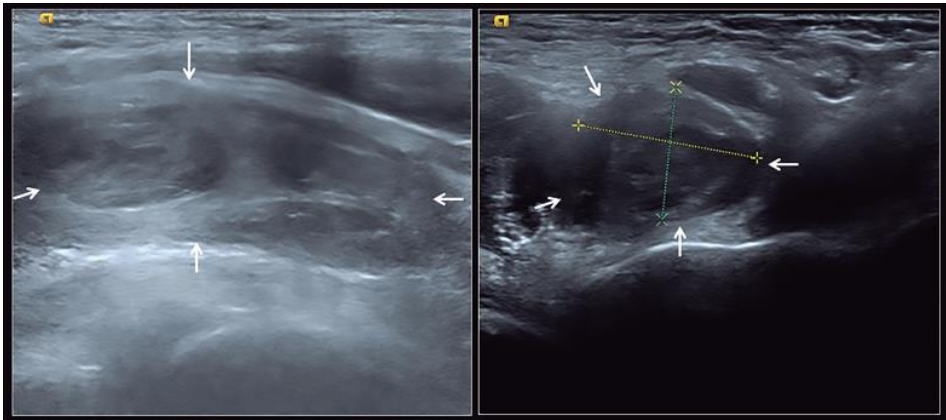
Hematoma del músculo braquiorradial. Las imágenes de la izquierda muestran hematoma con pared ecogénica gruesa y centro hipocóico con ecos internos. Las imágenes de la derecha corresponden a ecografía Doppler, se aprecia cápsula gruesa con señal Doppler como signo de actividad inflamatoria.
